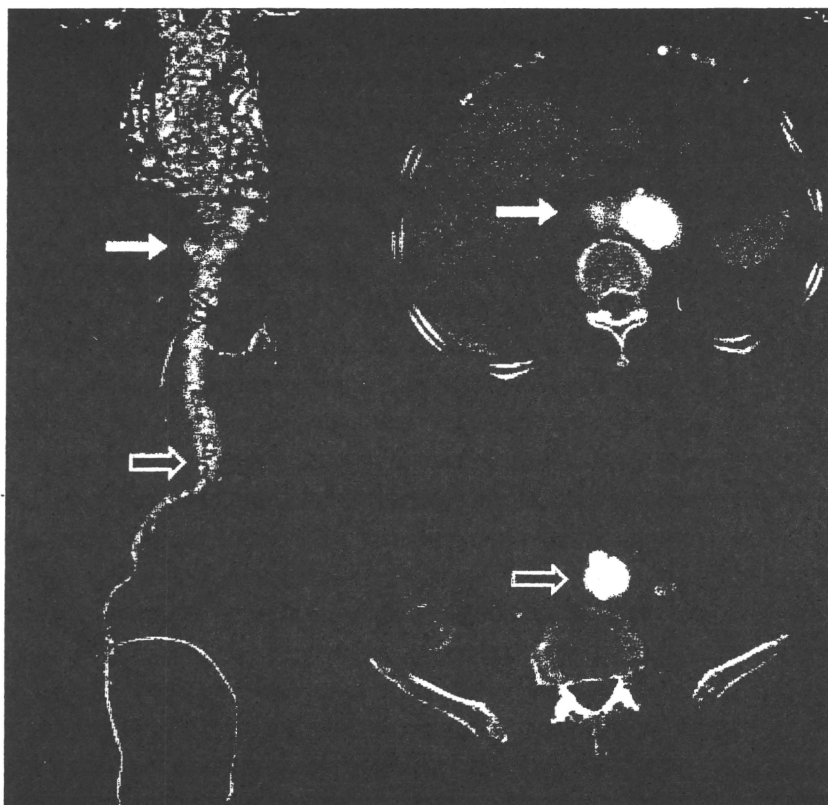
The preoperative enhanced computed tomography showed a saccular aneurysm in the descending thoracic aorta (arrows) and a fusiform aneurysm in the abdominal aorta with mural thrombus (empty arrows). The left iliac artery was completely occluded, and an existing femoro (rt.)-popliteal (lt.) artery bypass and femoro (rt.)-popliteal (lt.) artery bypass were revealed in the right common femoral artery.
